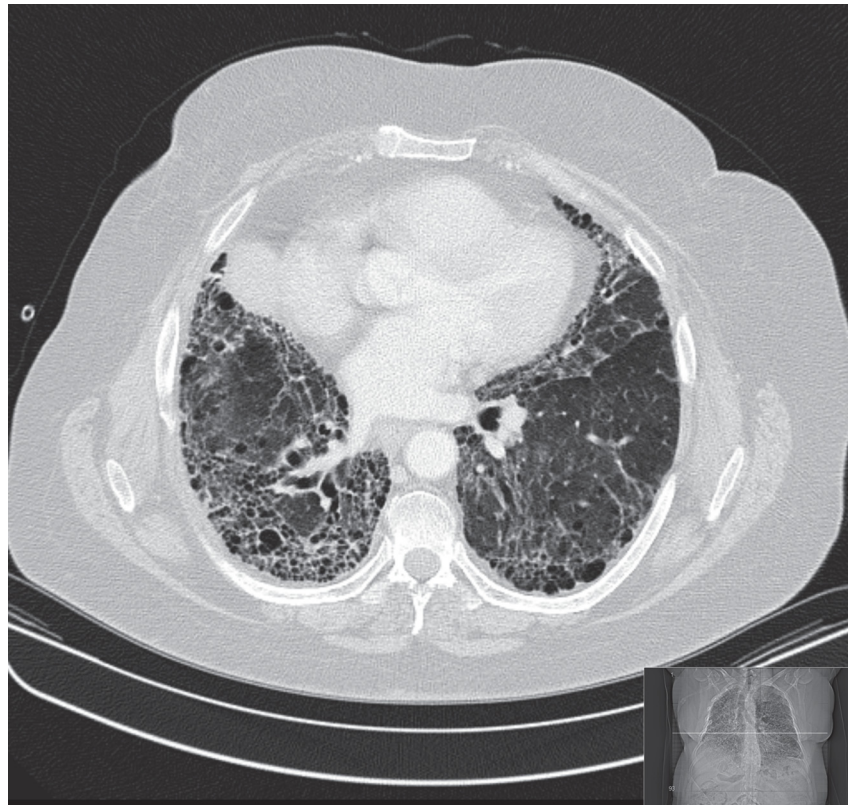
Fortgeschrittene Lungenfibrose im CT (Quelle: institutseigene Daten)
